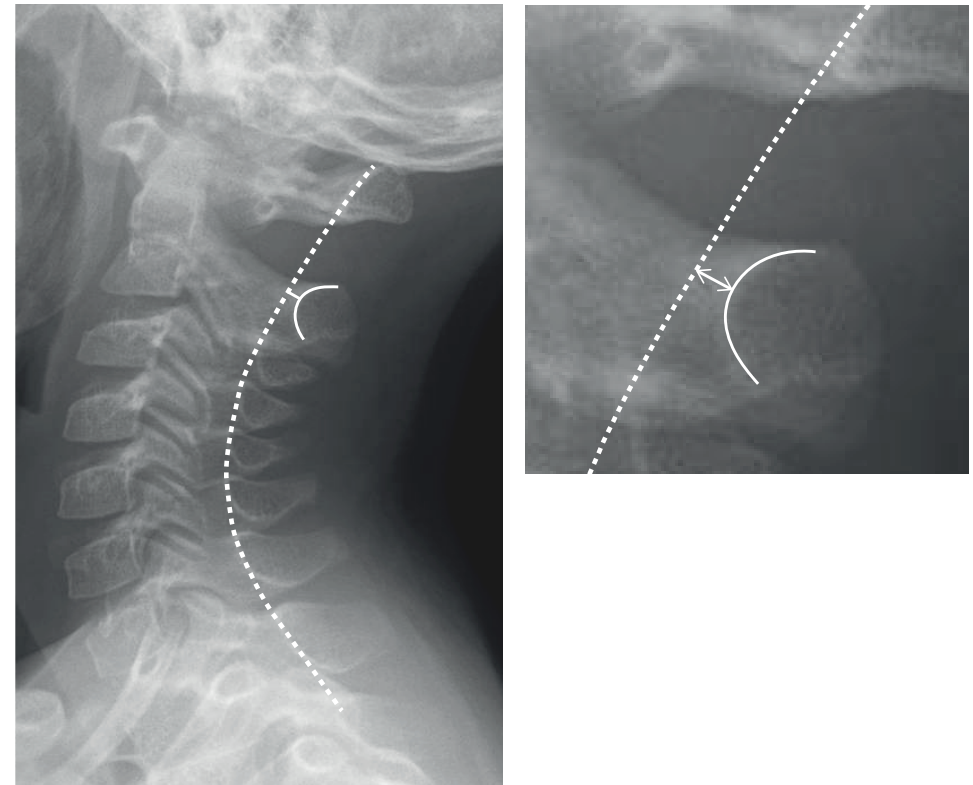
Représentation sur un cliché radiographique de profil de la ligne spinolamaire de Swischuk. La courbe reliant les bords antérieurs des lames de C1 à C3 passe légèrement en avant du bord antérieur de la lame de C2. Cette distance (flèche double) est de maximum 1,5 mm.
